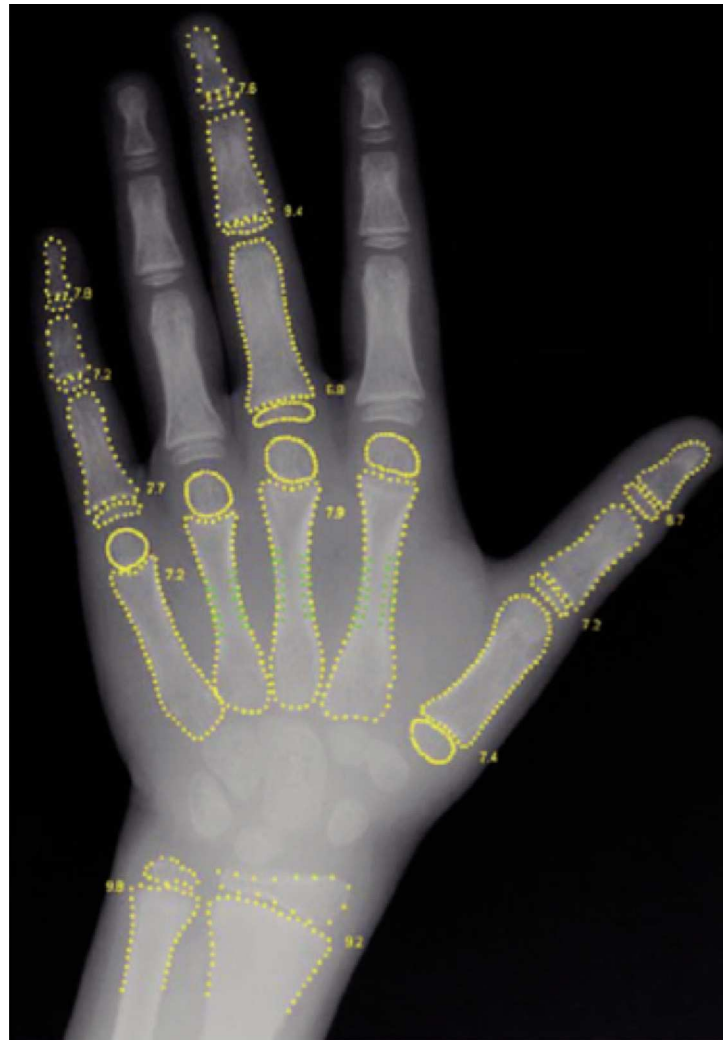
Radiografía de la mano izquierda mostrando los contornos detectados por el método BoneXpert: radio y cúbito distal, metacarpos y falanges. Cada uno de los 15 huesos tiene una edad ósea (EO) asignada y la media resultante es la EO obtenida. Tomado de Martin et al.
